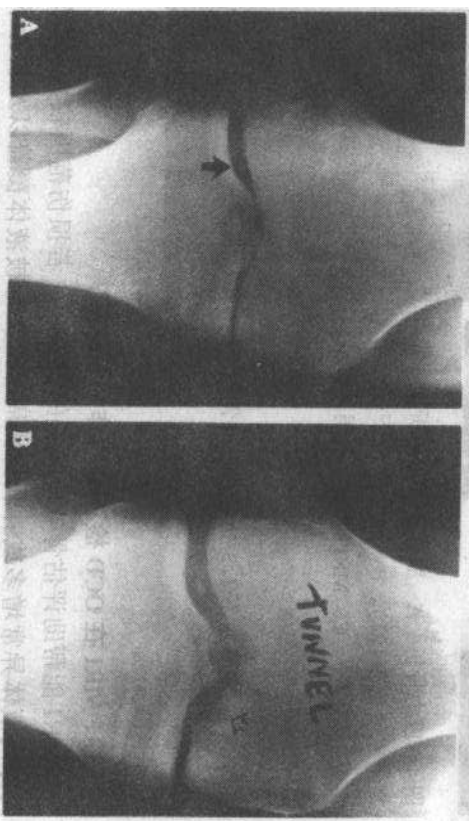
股骨内侧髌 OCD 并关节内游离骨块。前后位平片(A)小游离块位于外侧关节间隙内(箭)。Tunnel 位(B)清晰显示股骨内侧髌产生游离骨块的局限性凹陷处(空心箭)
